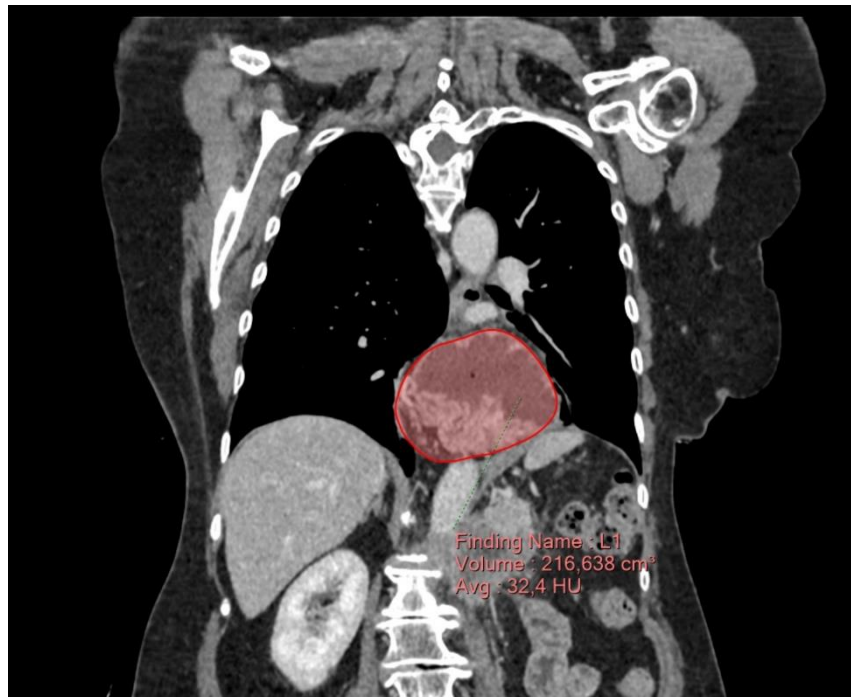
МСКТ хворого з ГСОД. Об'єм грижового мішка (заливка зображення ПЕГ червоним) – 216,6 см³.
